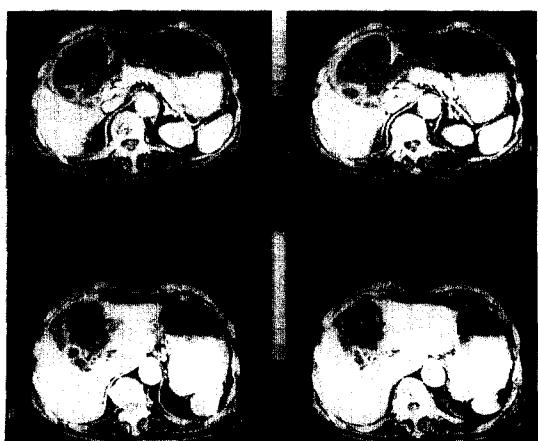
Abdominal CT scan shows large amount of abnormally collected air within the lumen and the irregularly thickened wall of markedly distended gall bladder.
